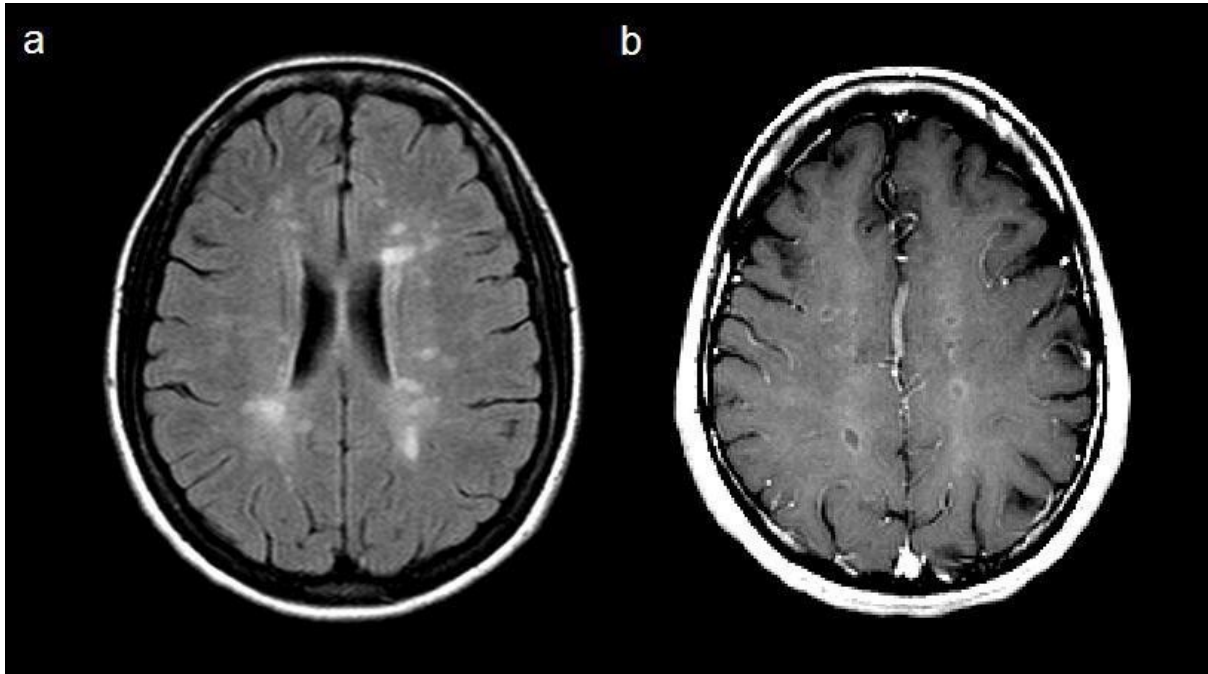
IRM cérébrale en T2 (a) et T1-gadolinium [85].
